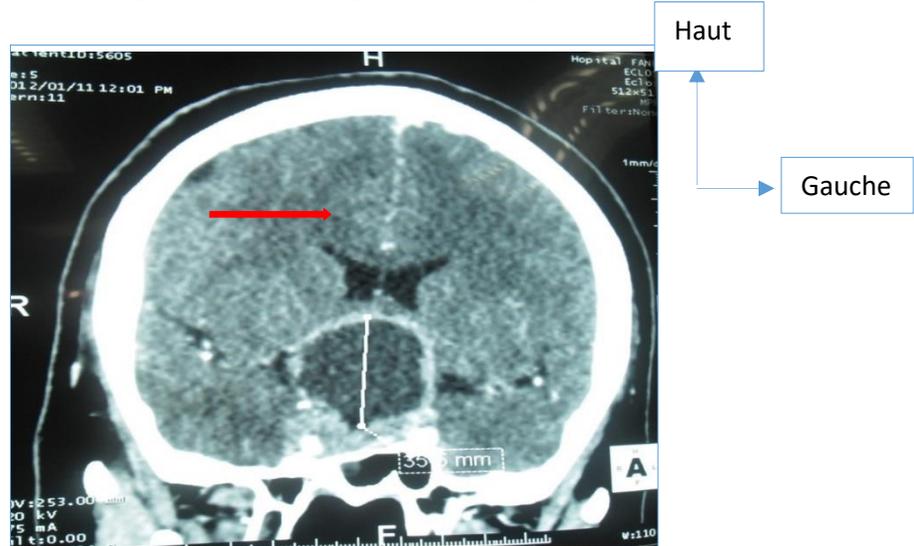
TDM cérébrale en coupe frontale mettant en évidence un macroadénome hypophysaire intra et suprasellaire, avec composante kystique.
